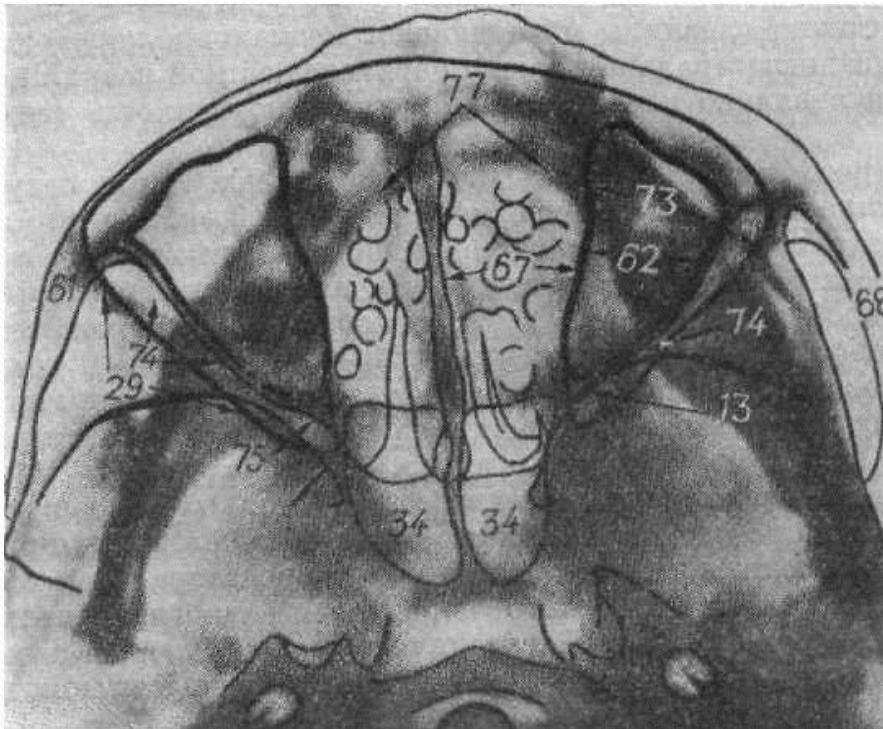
Рентгенограмма черепа в аксиальной проекции.
